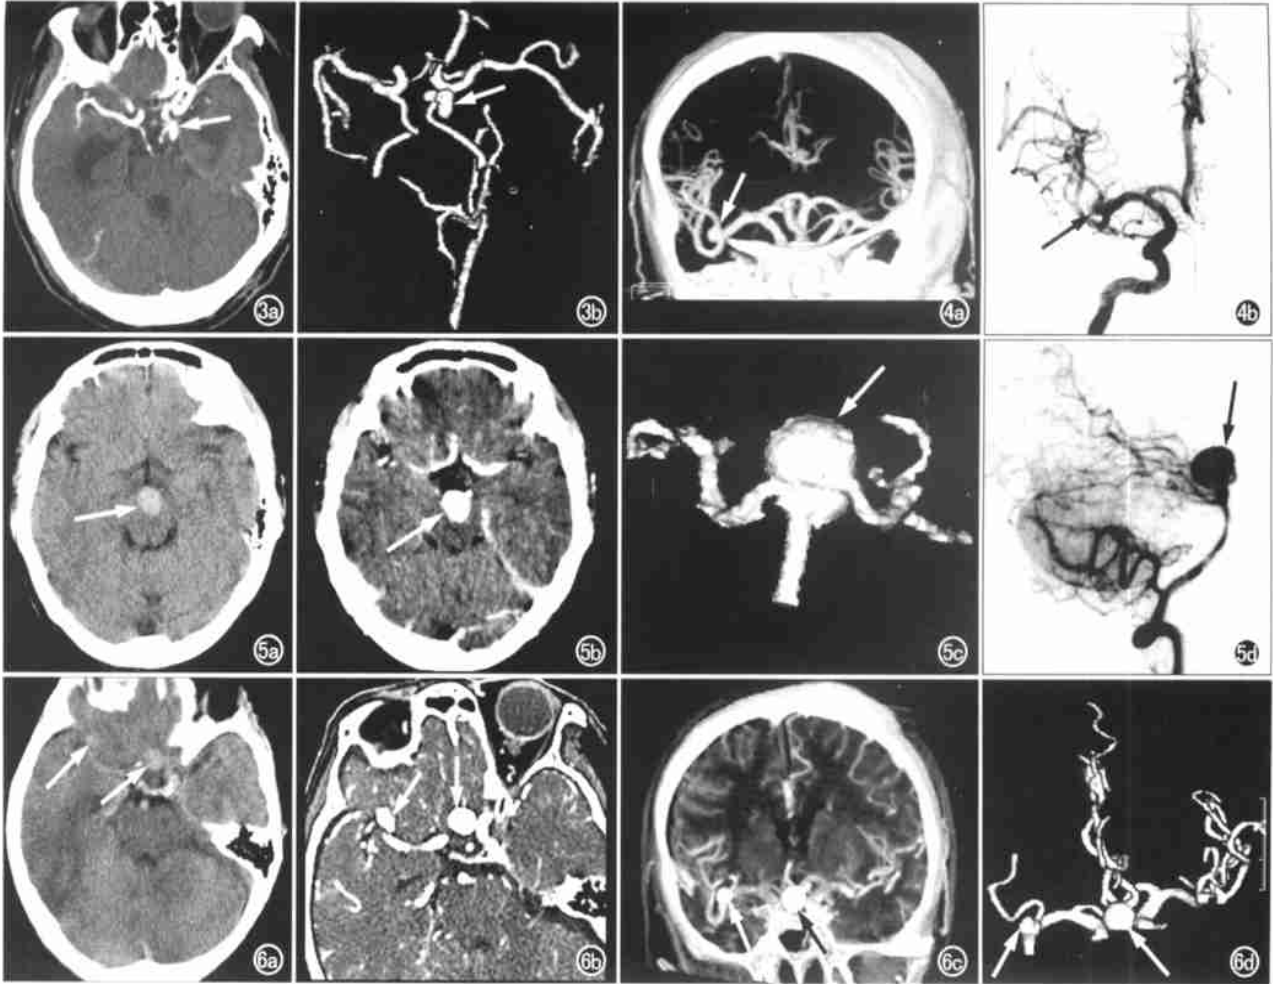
后交通动脉梭形动脉瘤(箭)。a) 横断面 CT 增强像; b) MSCTA 的 SSD 显示。图 4 右侧大脑中动脉囊形动脉瘤(箭)。a) MSCTA 的 VR 显示; b) DSA 所见。图 5 基底动脉末端囊形动脉瘤(箭)。a) 横断面 CT 非增强像; b) 横断面 CT 增强像; c) MSCTA 的 SSD 靶部位重建; d) DSA 所见。图 6 双动脉瘤(箭)。a) 横断面 CT 非增强显示右大脑中动脉以及前交通动脉区类圆形略高密度影; b) 横断面 CT 增强显示病变区明显结节状增强; c) MSCT VR 显示; d) MSCT SSD 显示。
